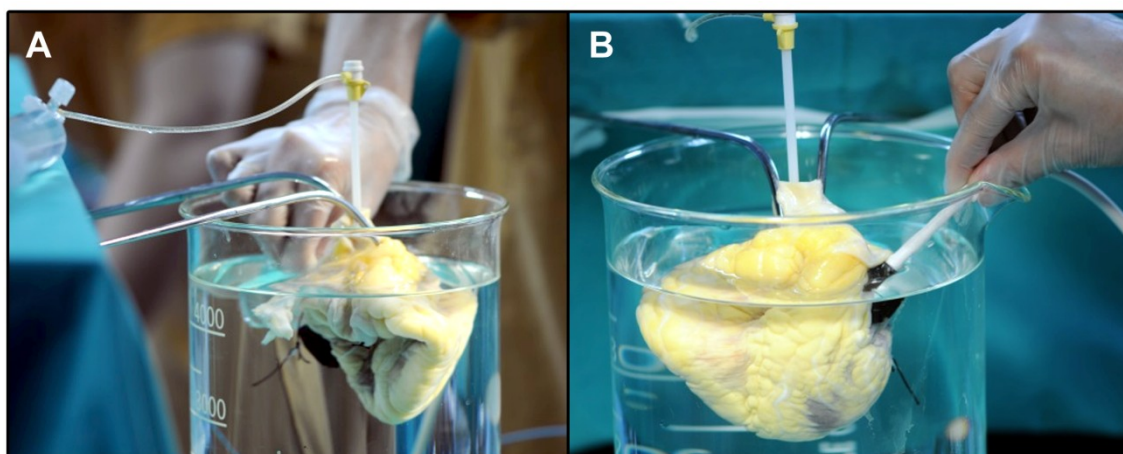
Evaluación de la competencia valvular de las válvulas mitral y tricúspide en sístole (panel A) y en diástole (panel B) a través de ecocardiografía epicárdica.
